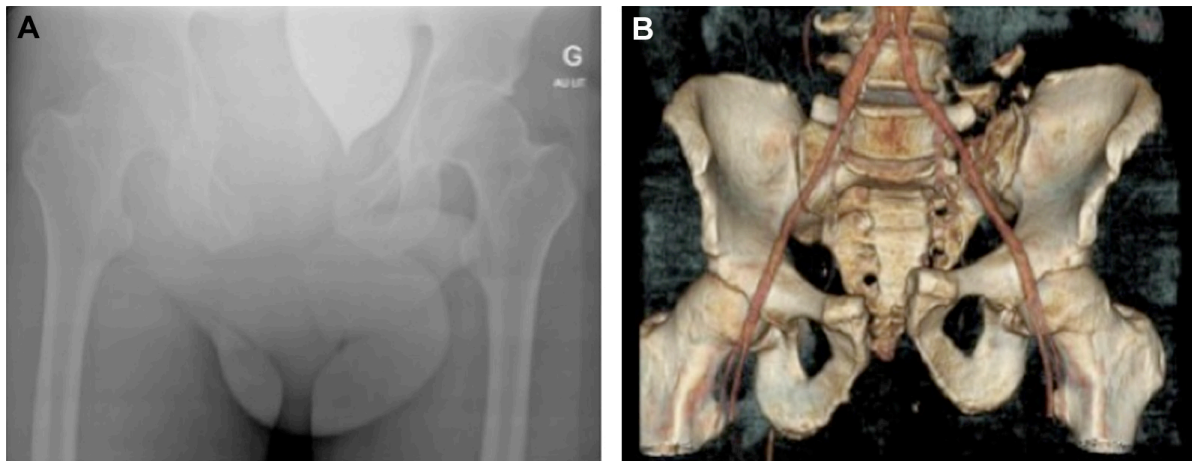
Fracture de type *open book* avec disjonction de la symphyse pubienne (A. Radiographie de bassin de face. B. Tomodensitométrie avec injection de produit de contraste et reconstruction)
